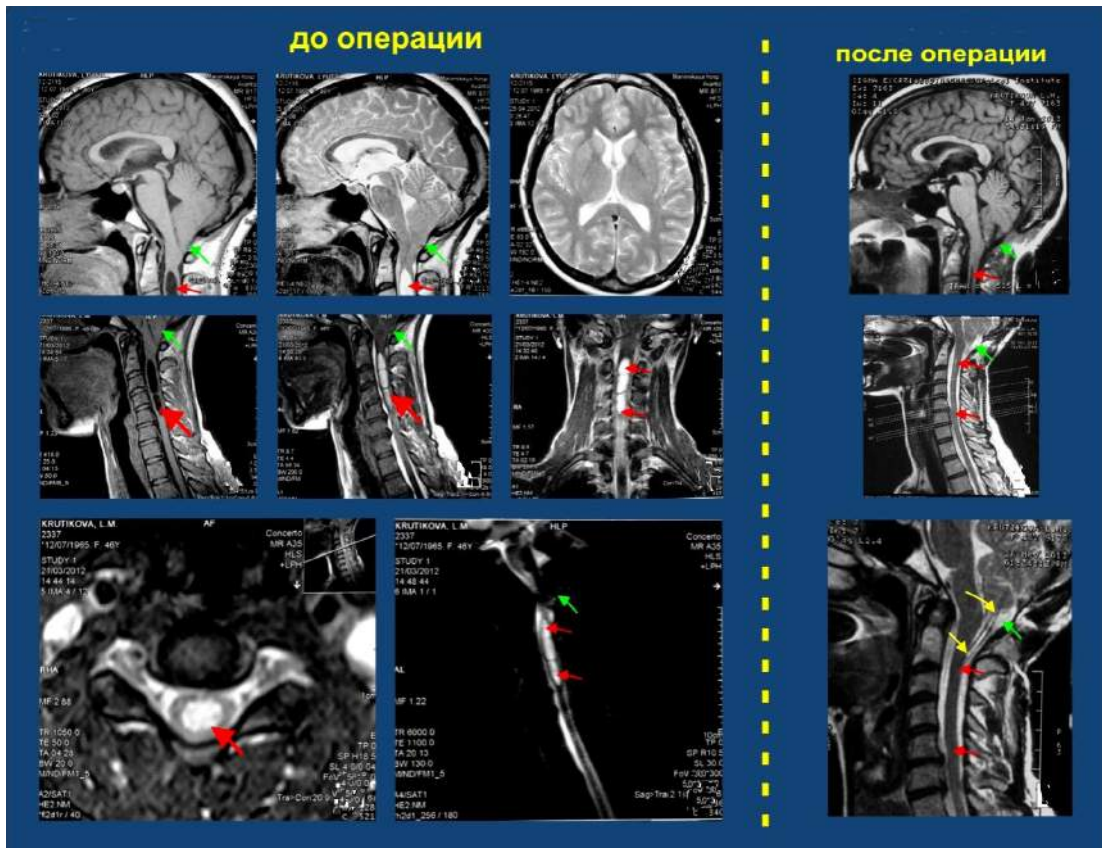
МРТ пациентки К-й, 48 лет, (и. б. № 2305, 2012 г.)головного и спинного мозга (шейного отдела) до и после операции по поводу мальформации Киари I типа с сирингомиелией. После операции клиника заболевания и полость сирингомиелитической кисты существенно регрессировала
